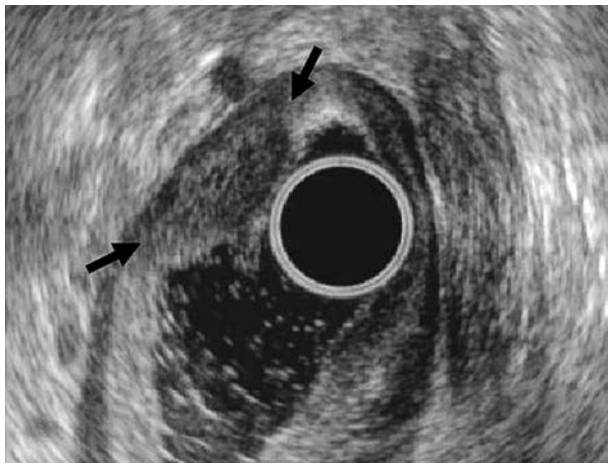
Эндоскопическое УЗИ. Гипоэхогенная масса без четких контуров в подслизистой желудка (по L. Wang и соавт., 2014 [31])
